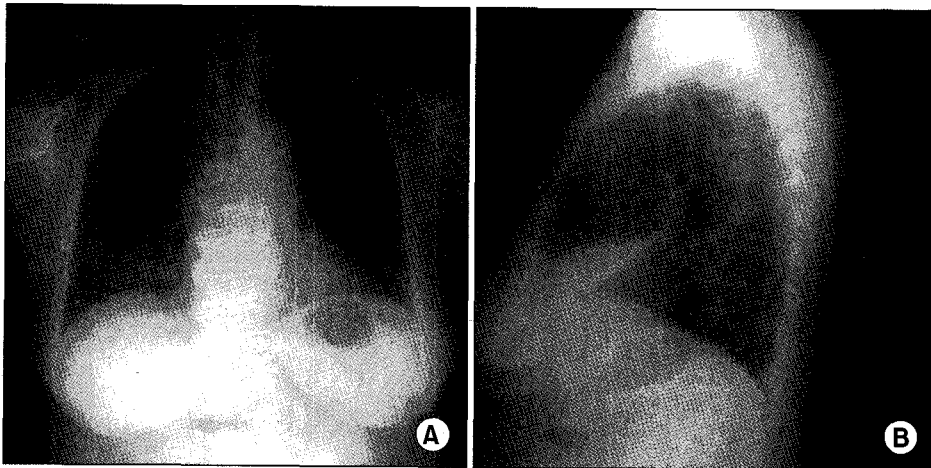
A&B Chest X-ray shows lobar pneumonia in the right middle lobe.
